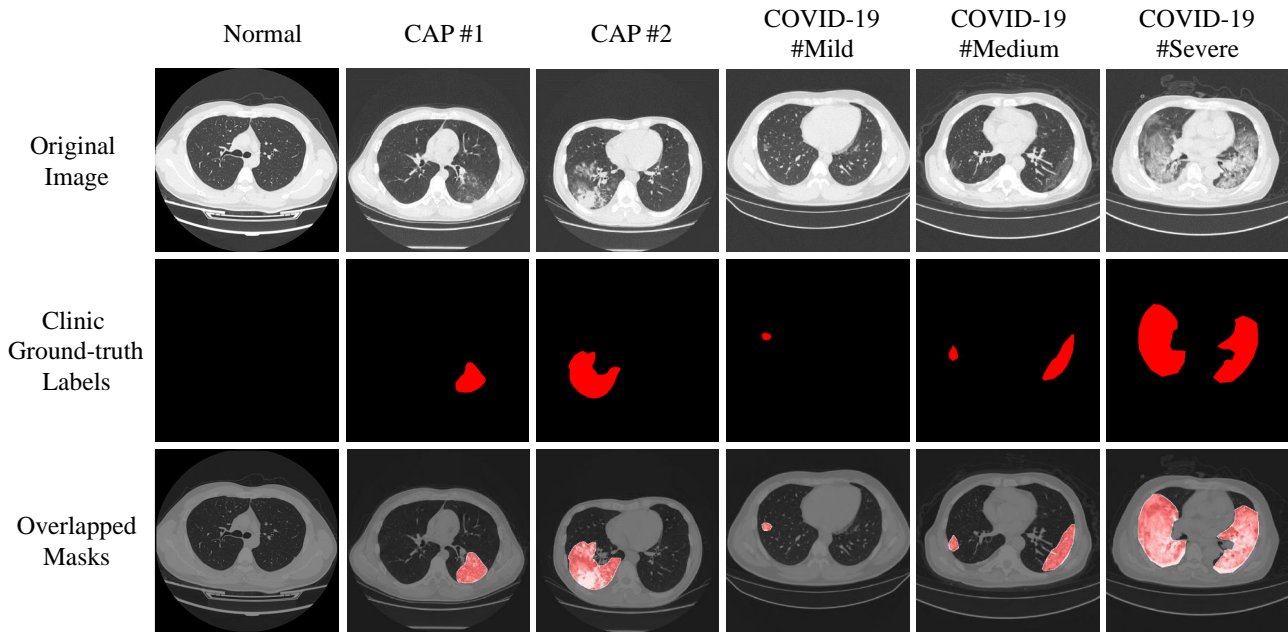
我们的 *COVID-CS* 数据集示例，包括 1 例正常人（第 1 列）、2 例社区获得性肺炎（CAP）病例（第 2 和 3 列）和 3 例 COVID-19 患者的 CT 影像扫描图像和标签（第 4 ~ 6 列）。
